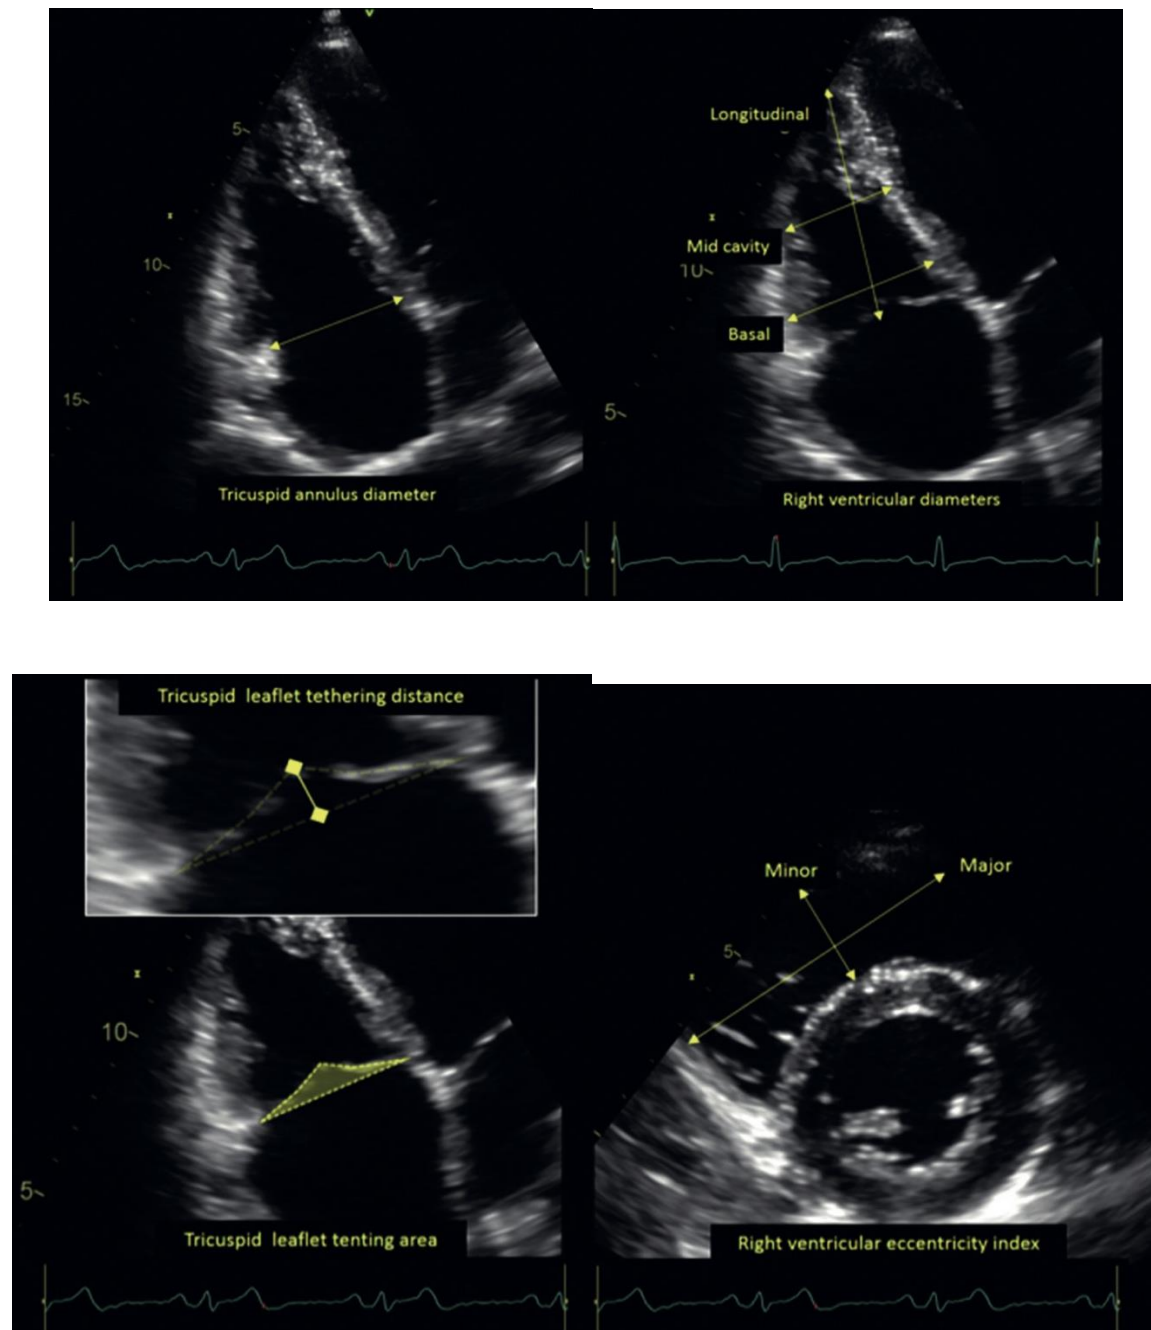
image échographique montrant la valve tricuspide et le ventricule droit
